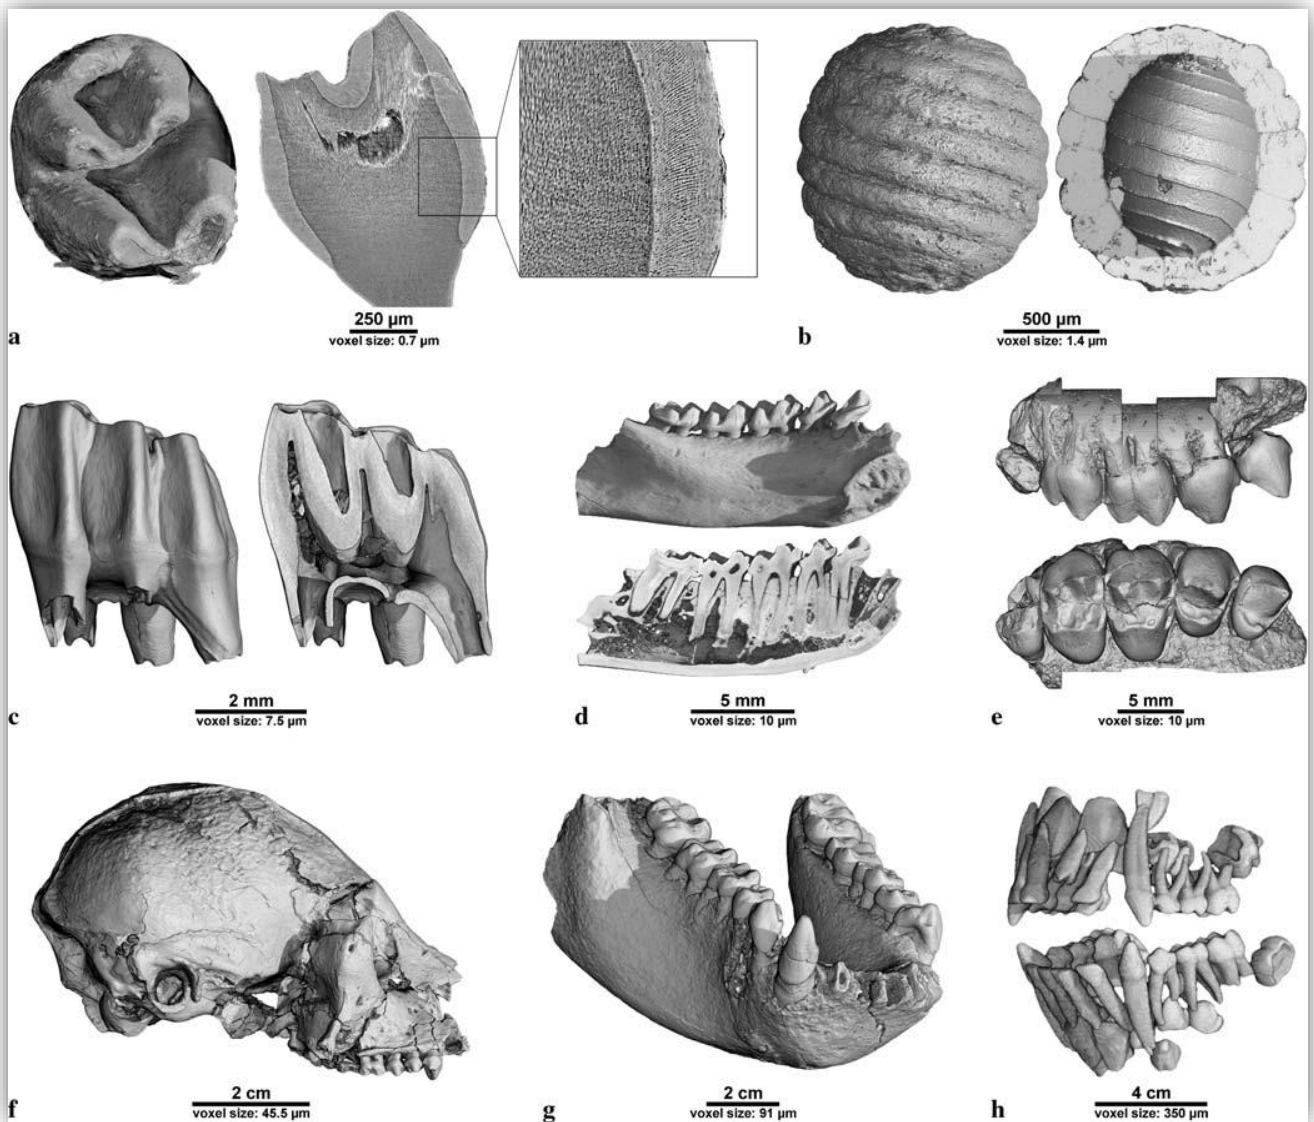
Esempi di applicazioni della microtomografia con radiazione di sincrotrone su campioni paleontologici e biologici che illustrano la vasta gamma delle risoluzioni spaziali che possono essere utilizzate presso l'ESRF. Le risoluzioni diminuiscono dal primo verso l'ultimo campione. (A) Molare di un moderno roditore *Murinae* (linea di luce ID19). Con una tale alta risoluzione è possibile osservare la microstruttura dello smalto e della dentina in maniera non distruttiva. (B) Alghe caropite del Cretaceo *Peckisphaera*
